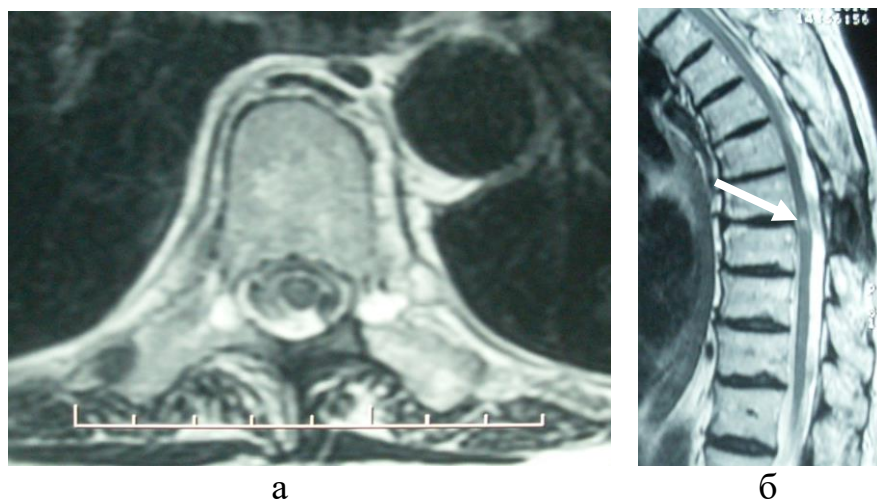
МР-томограммы (T2 ВИ) пациентки с менингиомой на уровне Th6-Th7 позвонков (И/б № 18480/2018) в аксиальной (а) и сагиттальной (б) проекциях через 6 месяцев после операции. Определяется зона измененного МР-сигнала от вещества спинного мозга (указана стрелкой) на уровне удаленной опухоли
